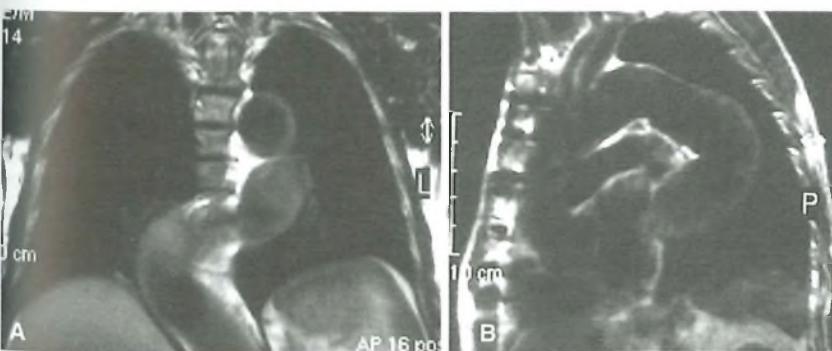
RMN del mediastino: A) proiezione antero-posteriore; B) proiezione laterale. L'aorta toracica si presenta diffusamente aneurismatica con inguinocchiamento della porzione sovradianframmatica.
